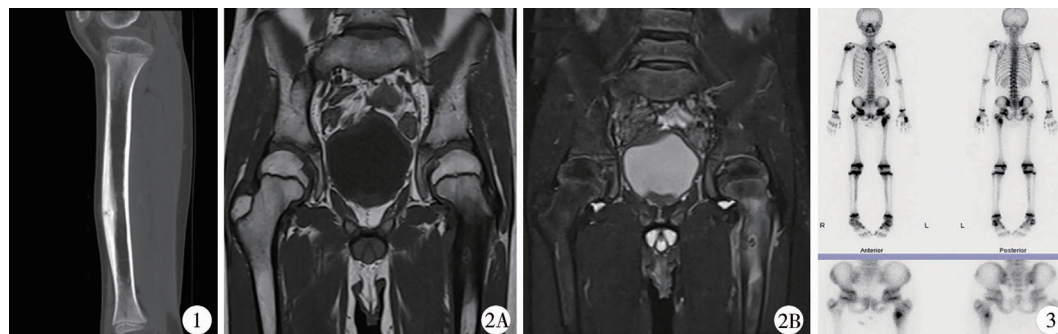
CT平扫矢状位重建显示胫骨干骨样骨瘤,可见瘤巢,瘤巢边缘骨质硬化明显 图2 左侧股骨小转子区骨样骨瘤 A:T1WI 病灶呈等T1信号,周缘反应区呈长T1信号; B:T2WI 病灶呈短T2信号,瘤巢及周缘反应区呈长T2信号 图3 同位素扫描显示股骨小转子区骨样骨瘤病灶中央瘤巢部位核素活性强而其周边硬化区核素浓度低
